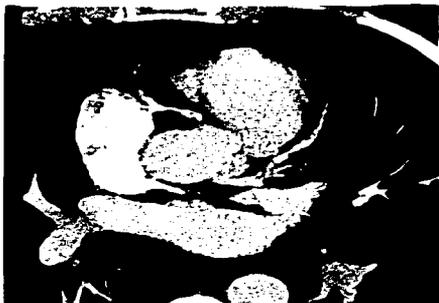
Imagen axial por CT multicorte demuestra el seno coronario derecho (ACD)
